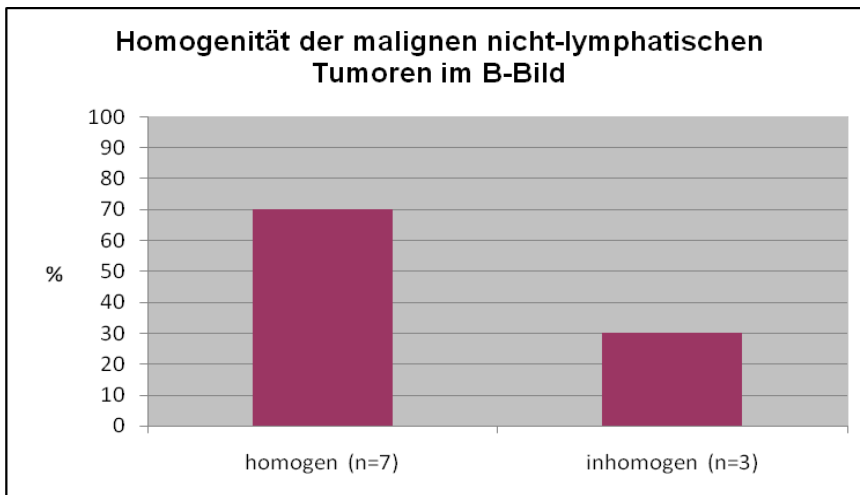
Darstellung der homogenen (n=7) und inhomogenen (n=3) malignen nicht-lymphatischen Tumoren des Mediastinums in der B-Bild-Sonographie (in %)
